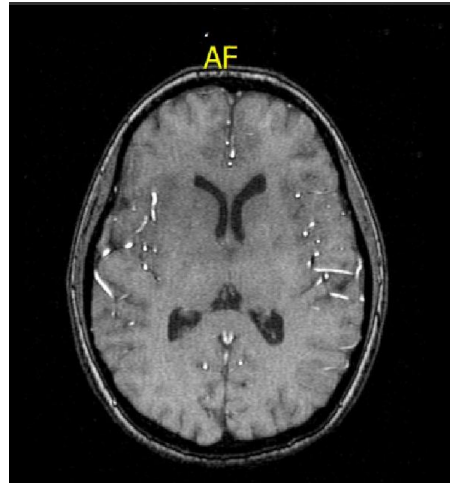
IRM craneal contrastada en corte axial de la paciente
